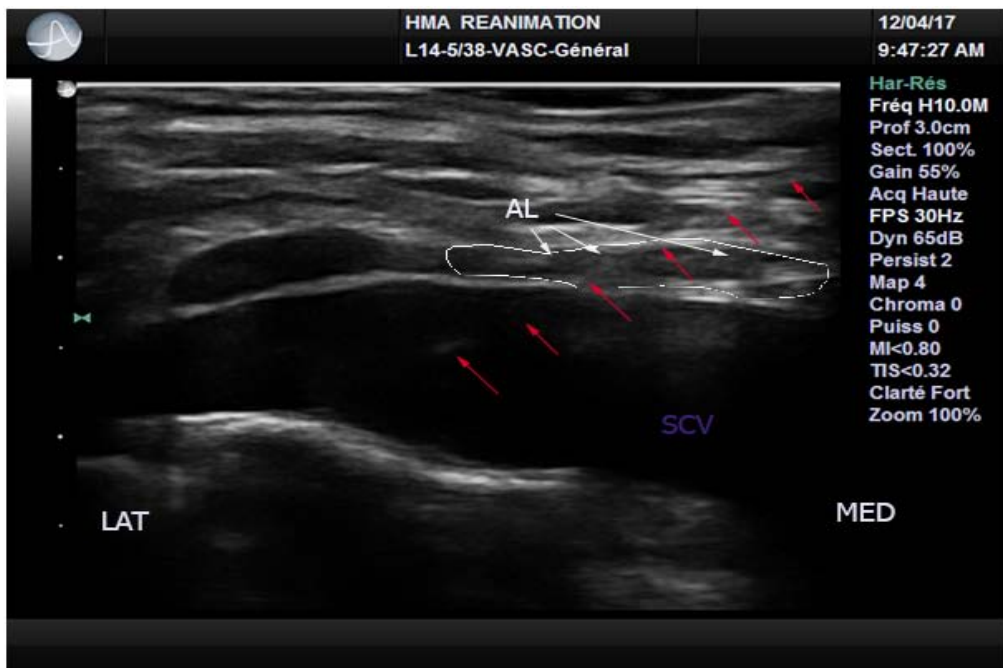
Image échographique montrant la diffusion de l'anesthésique local (AL) : tracé blanc et le trajet de l'aiguille avec une ponction dans le plan des ultrasons. La visibilité de l'aiguille était qualifiée de moyenne chez ce patient.
